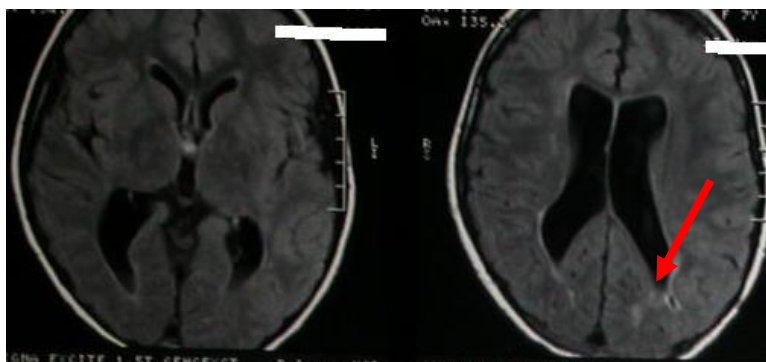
МРТ головного мозга. Увеличение размеров желудочков мозга. Положение вентрикулярного катетера в заднем роге бокового желудочка (указано стрелкой) Заключение: состояние расценено как дисфункция шунта на фоне окклюзионной водянки
